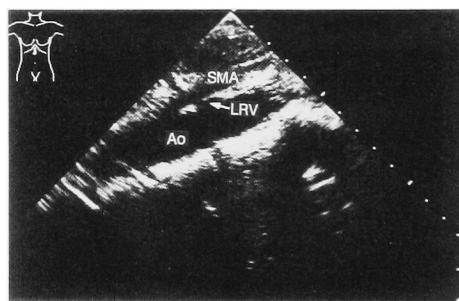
Sagittal ultrasonogram of the left renal vein between the abdominal aorta and the superior mesenteric artery
